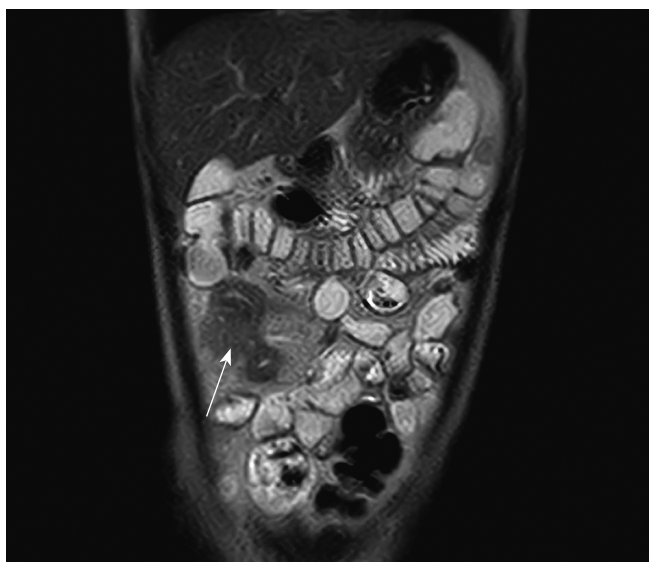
Болезнь Крона. МРТ живота, коронарная проекция, T1-ВИ с в/в введением контрастного вещества. Межишечный свищ в илеоцекальной области (стрелка)
